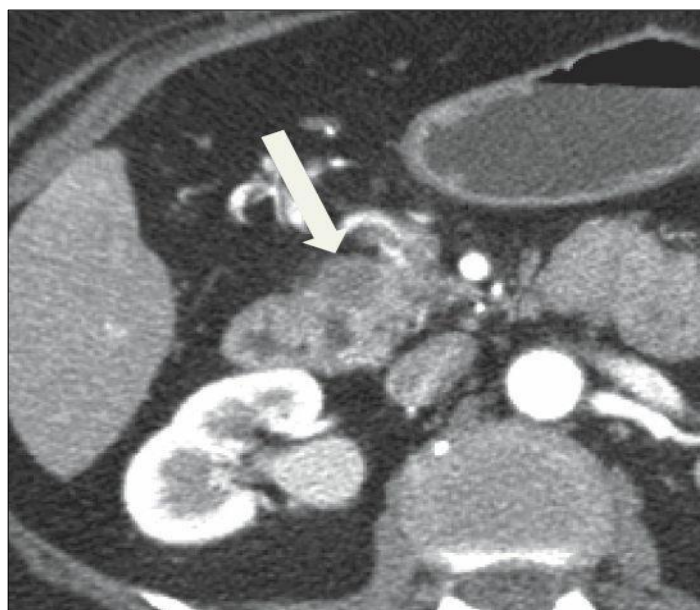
Adenocarcinoma pancreático ressecável – tomografia (Fonte: *Fisher*)
